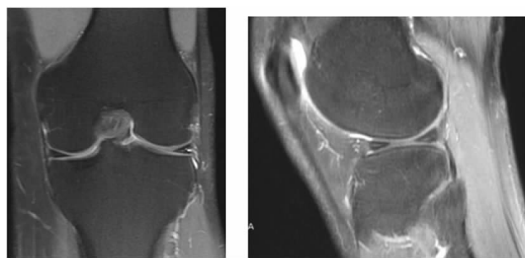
术后 1 年复查 MRI 提示半月板囊肿无复发
